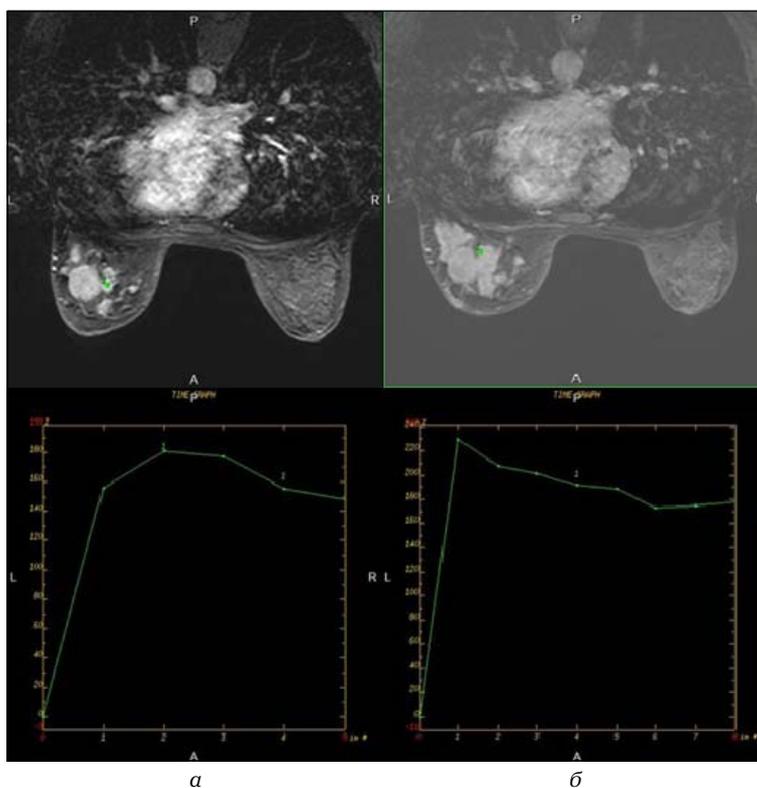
МРТ молочной железы больной П., 54 года: а – до химиотерапии; б – после химиотерапии
